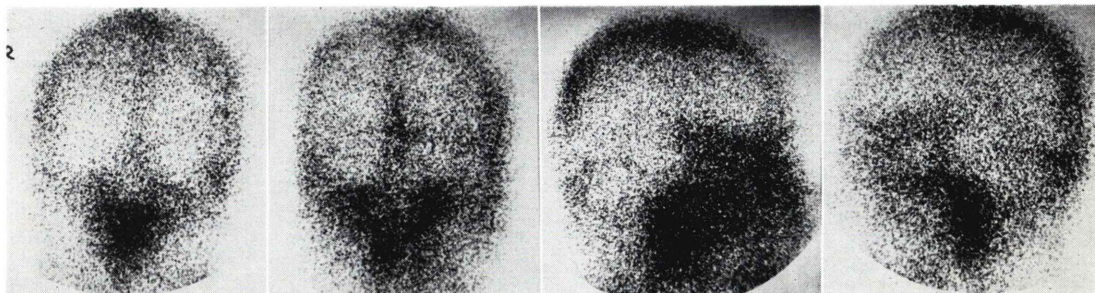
$^{111}\text{In}$ -bleomycin brain scintigrams of case 2.
